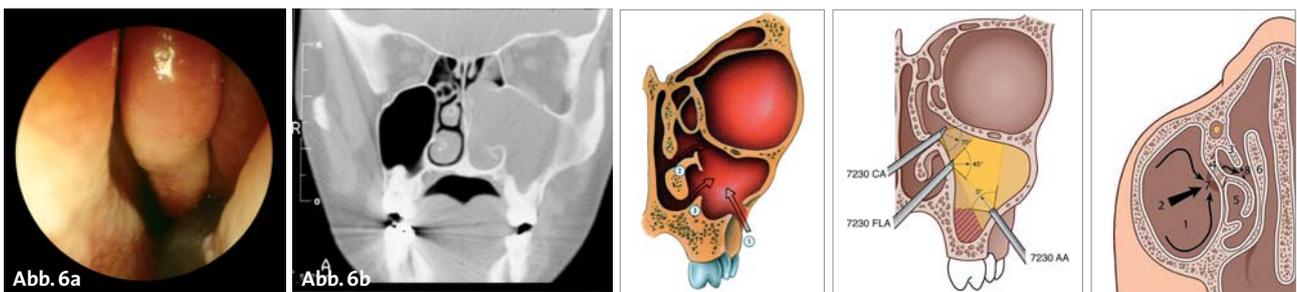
Choanalpolyp im CT und endoskopischem Bild. – Abb. 7: Zugänge zum Cavum maxillae. – Abb. 8: Endoskopische „Ausleuchtung“ des Cavum maxillae über die in Abb. 7 beschriebenen Zugänge mit der 0°, 45°- und 70°-Optik. Rote Schraffur: Gefahr optisch „toter Winkel“. – Abb. 9: Die biostatische Chirurgie erhält die statischen Zell-Wände des Siebbeins zur dauerhaften Öffnung z.B. des Zugangs zur Kieferhöhle.
